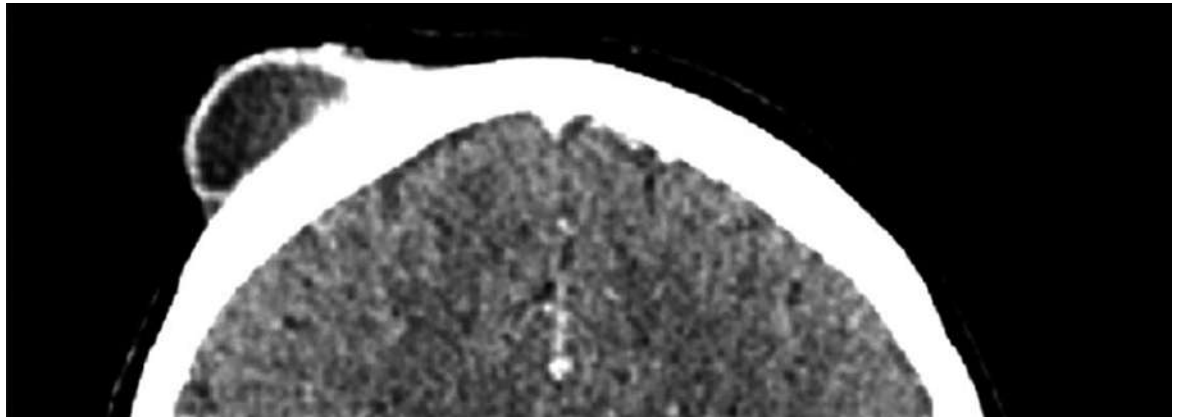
CT-Schädel: 3 cm grosser subgalealer Abszess frontal rechts.
